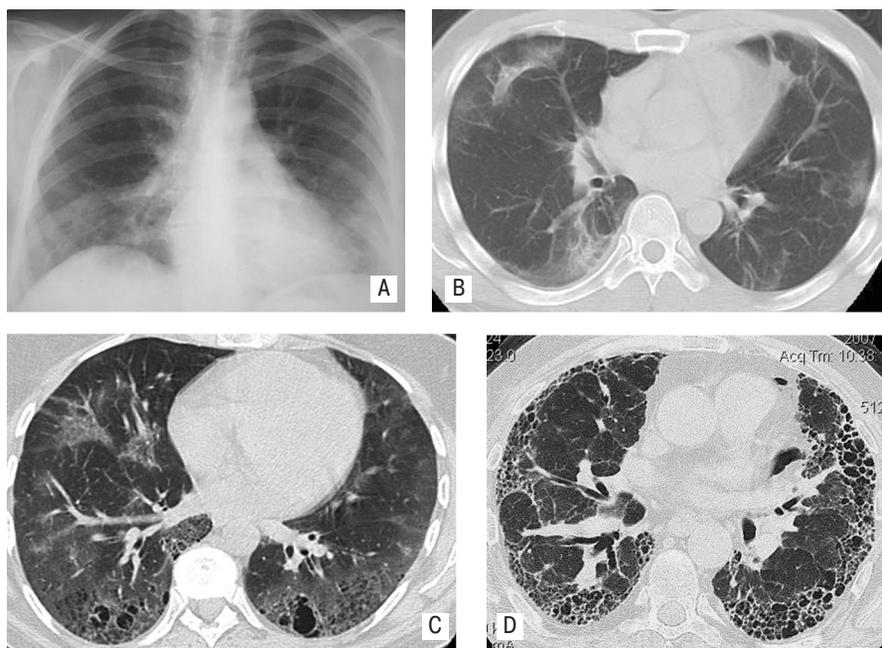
Этапы перестройки легочной ткани у больных ИФА: А – типичная рентгенограмма легких больного ИФА; В – КТ: фаза интерстициального отека; С – КТ-картина формирования «сотового» легкого: в средней доле правого легкого – фаза интерстициального отека; D – КТ: «сотовое» легкое, ЛГ
